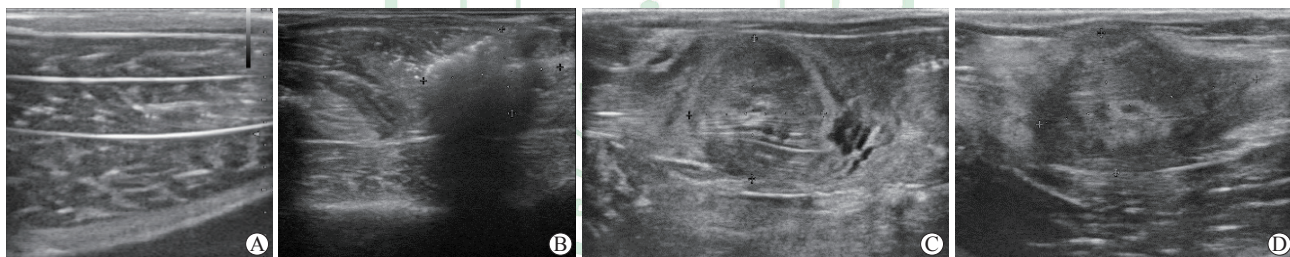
兔正常骨骼肌及不同功率微波消融后损伤骨骼肌的二维超声特征
